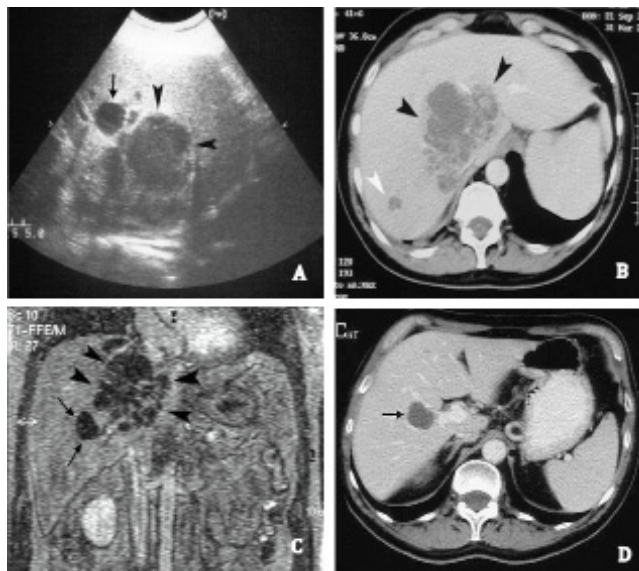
A. La ecografía Abdominal muestra un a muestra una gran lesión hipoecoica con márgenes mal definidos (cabezas de flecha) y una lesión anecoica (flecha negra). B. La tomografía abdominal en espiral revela un área hipo-intensa ligeramente aumentada en la periferia y en septos después de la administración de contraste (cabezas de flecha negra) y una pequeña lesión con densidad similar (cabeza de flecha blanca). C. Las imágenes de resonancia magnética potenciadas en T2 muestra una gran lesión sepimentada (cabezas de flecha negra) y una pequeña lesión hipo-intensa parecida a un quiste hepático (flechas negras). D. La tomografía de contraste computarizada tomada después de 20 días de la aspiración muestra una lesión hipointensa referido como un quiste hepático (flecha negra) y una completa resolución del absceso.
